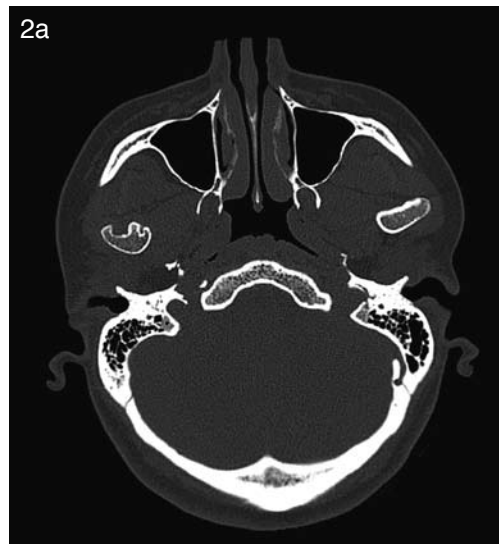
a,b. Corte axial de TC, con boca abierta y coronal con boca cerrada. Ambos cóndilos abandonan la cavidad glenoidea, mostrando desplazamiento asimétrico, de menor recorrido en el lado afectado. La morfología del cóndilo derecho se aprecia segmentada por dos hendiduras o canales anteriores, que determinan el diagnóstico de cóndilo trífido. Sin embargo, no se observan alteraciones en el trabeculado óseo condilar.
